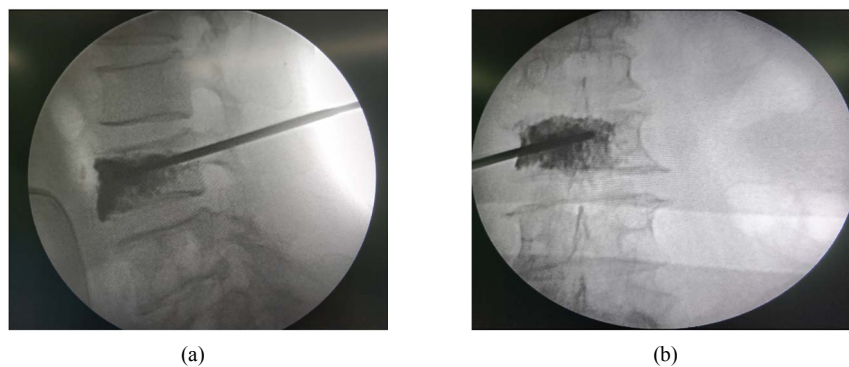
X-ray imaging results of PKP (female, 65 years old)
